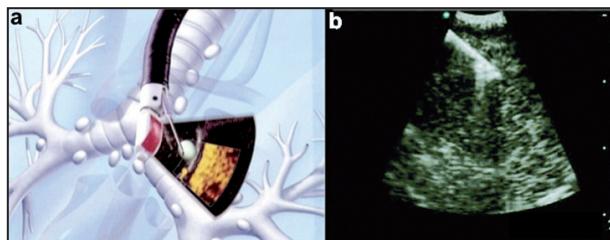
Aire ganglionnaire 4L ponctionnée sous contrôle EBUS. a) endoscope et aiguille de ponction; b) vue échographique du ganglion avec l'aiguille de ponction (Sources Olympus).
